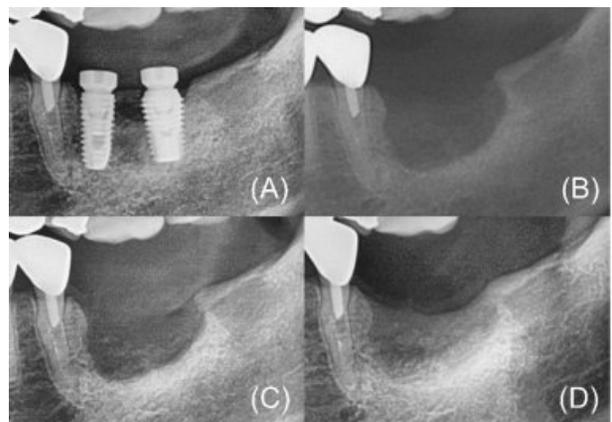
(A) 수술 전 파노라마 방사선 사진. Pamidronate 약물을 2개월 중단한 상태이다. (B) 수술 직후 파노라마 방사선 사진 (C) 수술 2개월 후 파노라마 방사선 사진 (D) 수술
